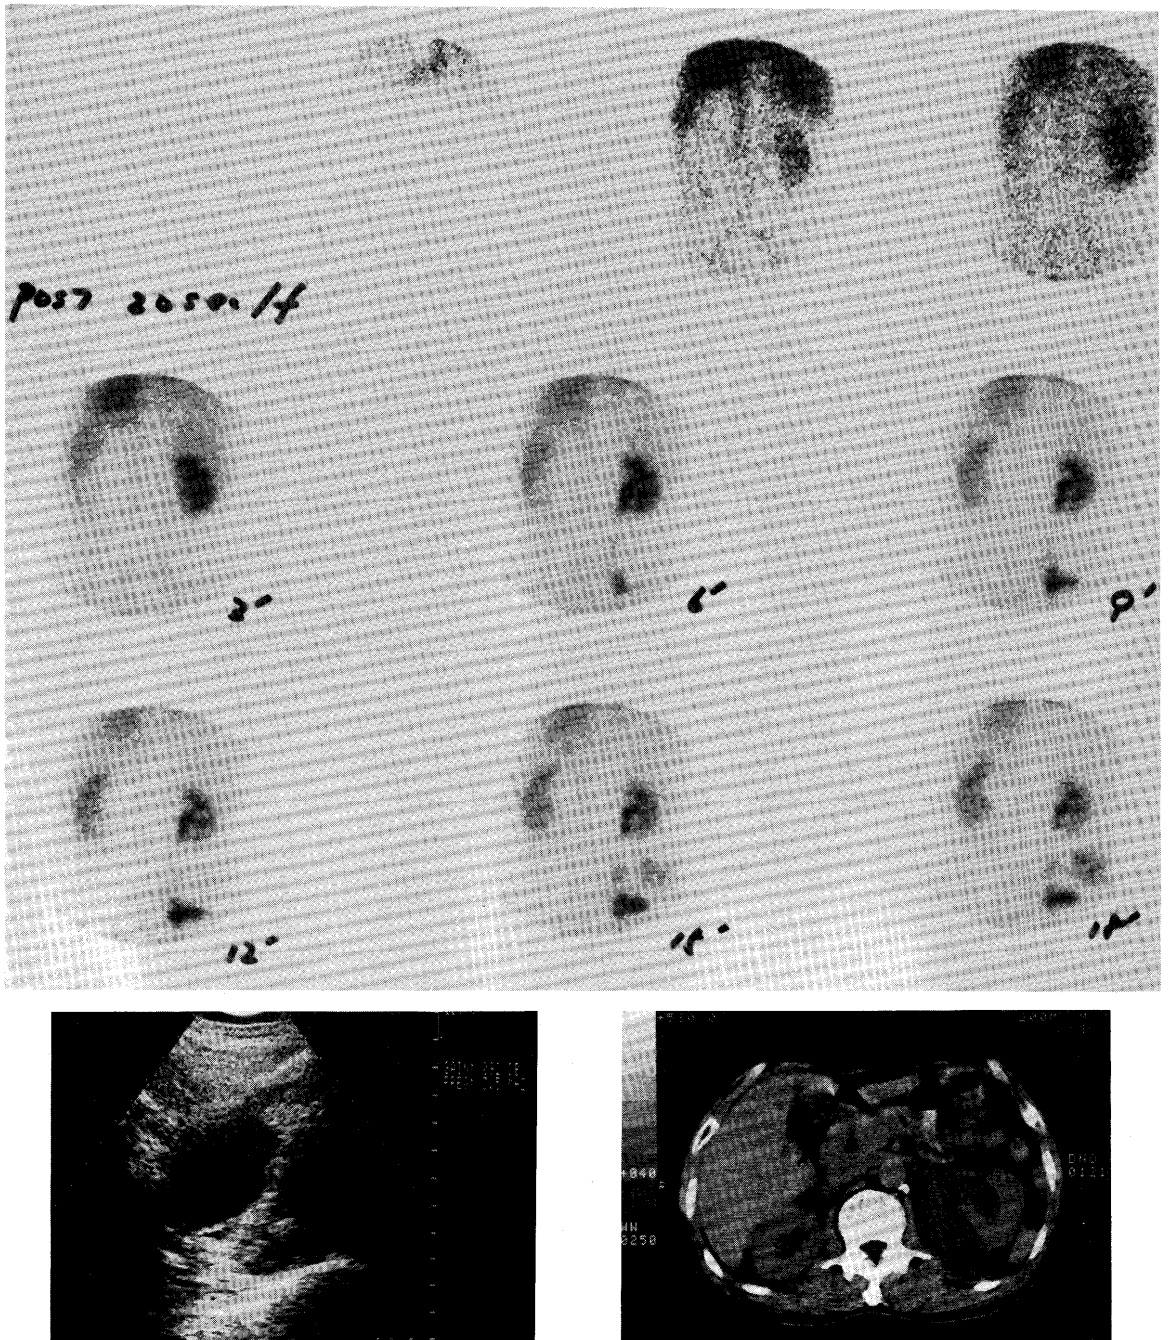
A: Ultrasonogram of left kidney shows urinoma.
